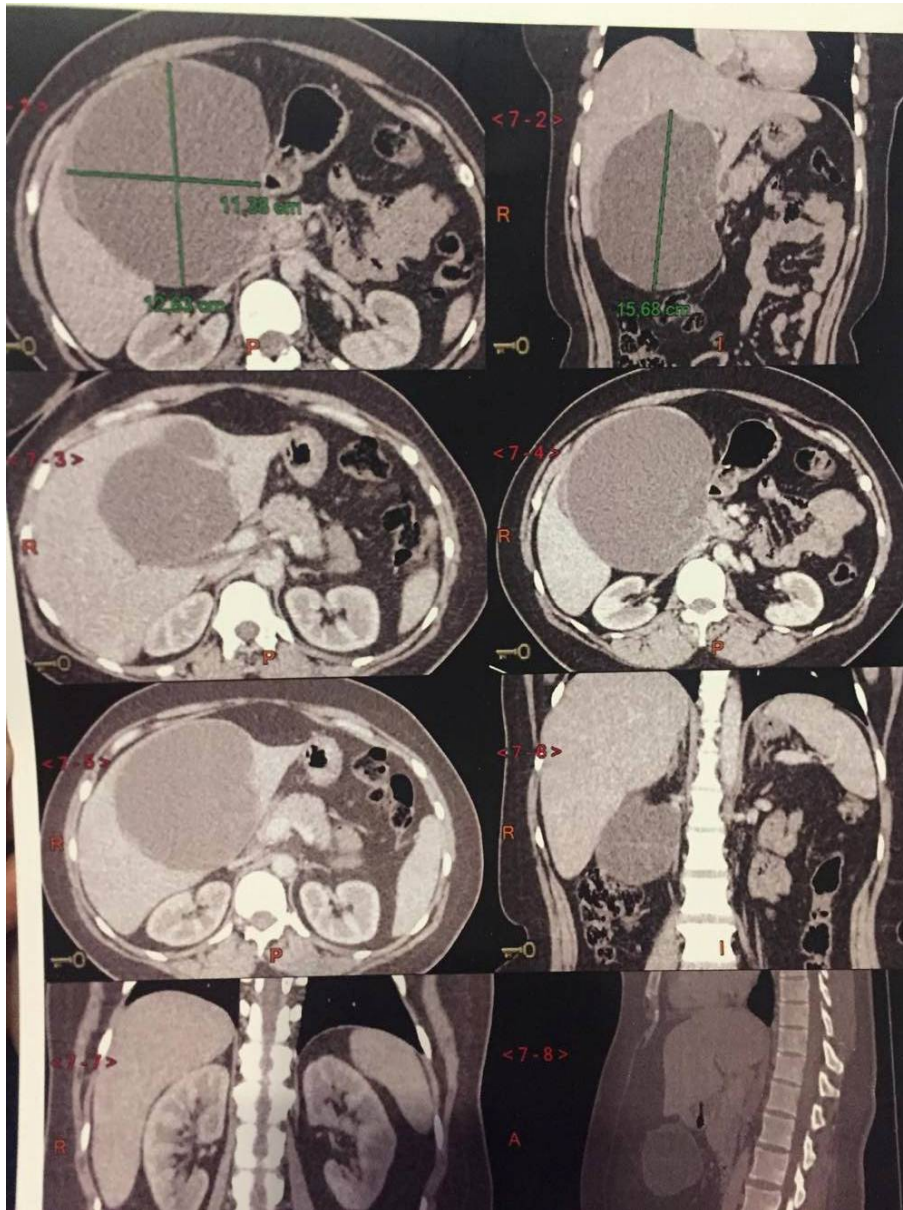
TDM abdominale en coupe axiale montrant un aspect étaié en faveur d'un kyste hydatique du foie stade III.
